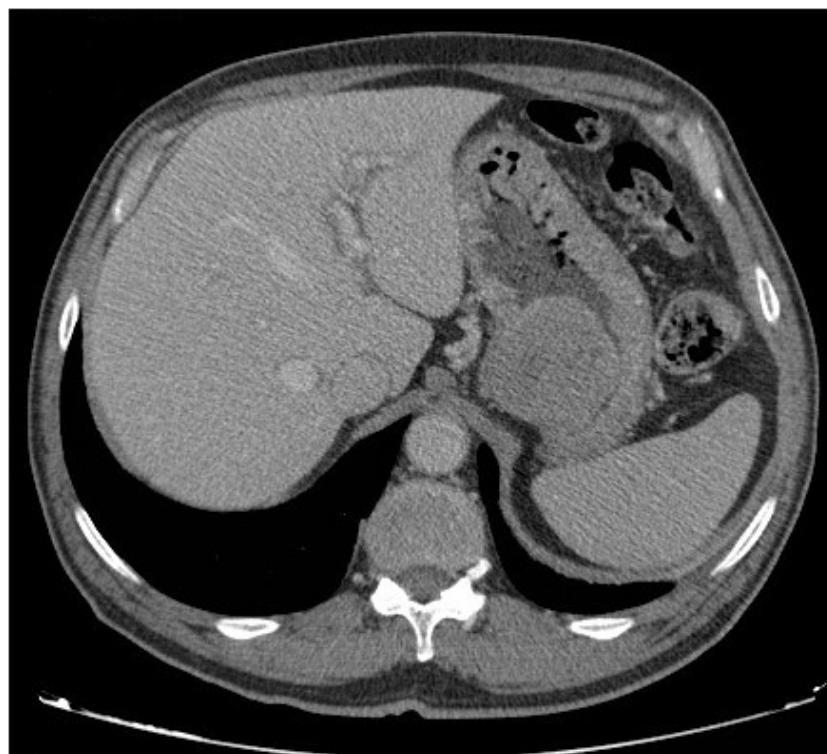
Tomografia computadorizada em corte axial mostrando GIST gástrico.
